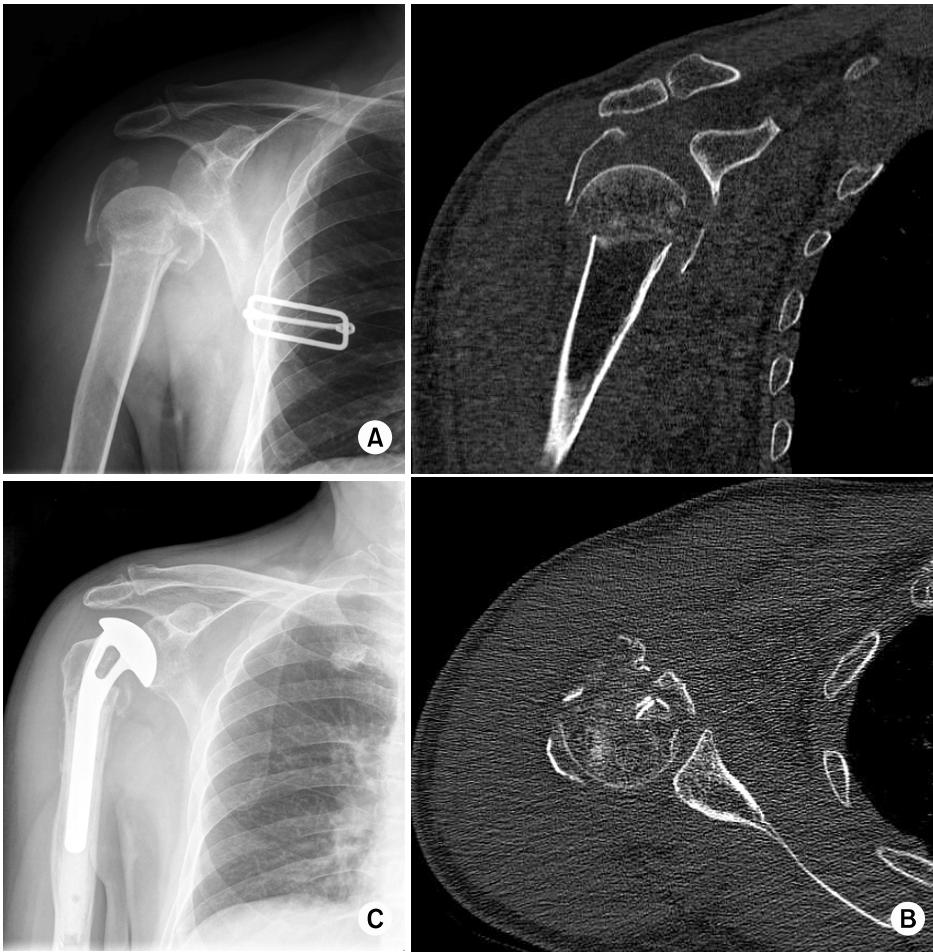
Hemiarthroplasty in patient with 4-part proximal humeral fracture. (A) Preoperative AP view. (B) Preoperative CT image. (C) Postoperative AP view.
